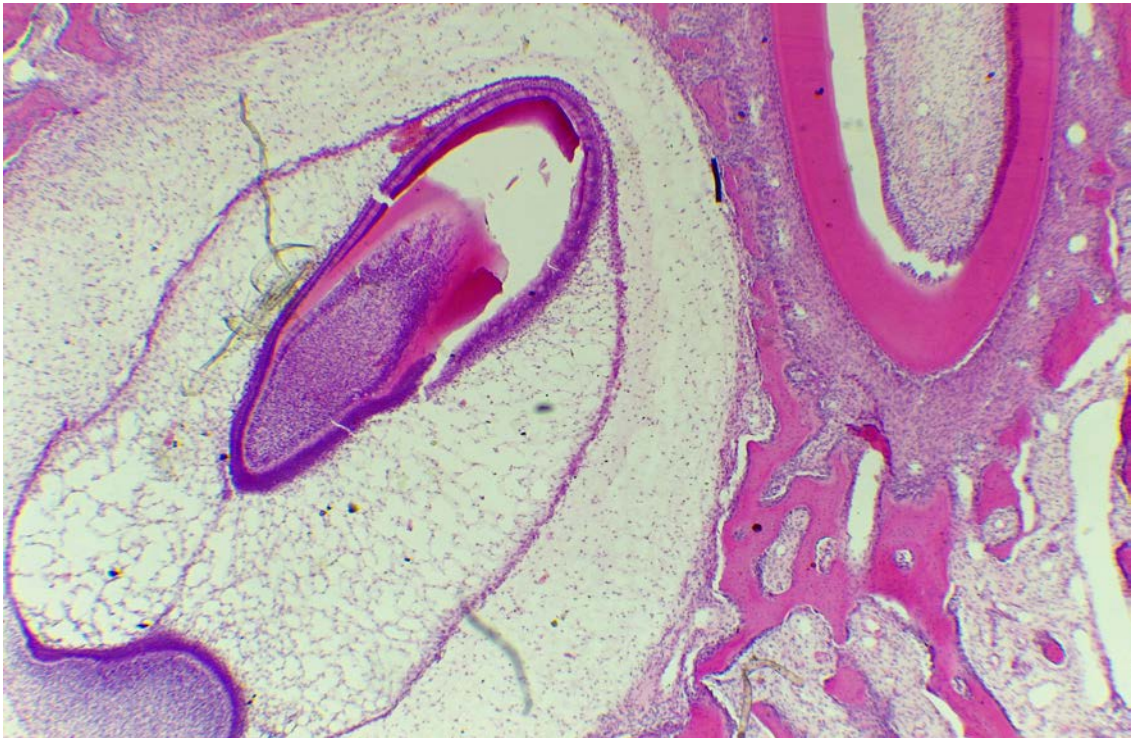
Preparado de una pieza dentaria temporaria por descalcificación en corte longitudinal. Ligamento y hueso. H-E. 40X. Se puede observar en la parte inferior derecha del preparado el germen de una pieza permanente. Hacia la izquierda se observa la zona periapical del ligamento periodontal.
